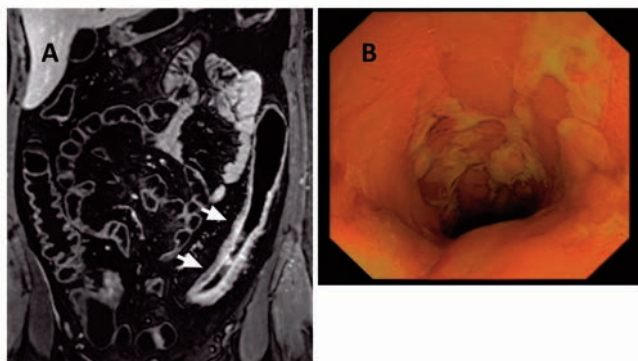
A. Resonancia magnética que demuestra una gran actividad inflamatoria en ileon y rectosigmoides, asociado a un tracto fistuloso; B. Colonoscopia que demuestra múltiples úlceras en recto-sigmoides.
